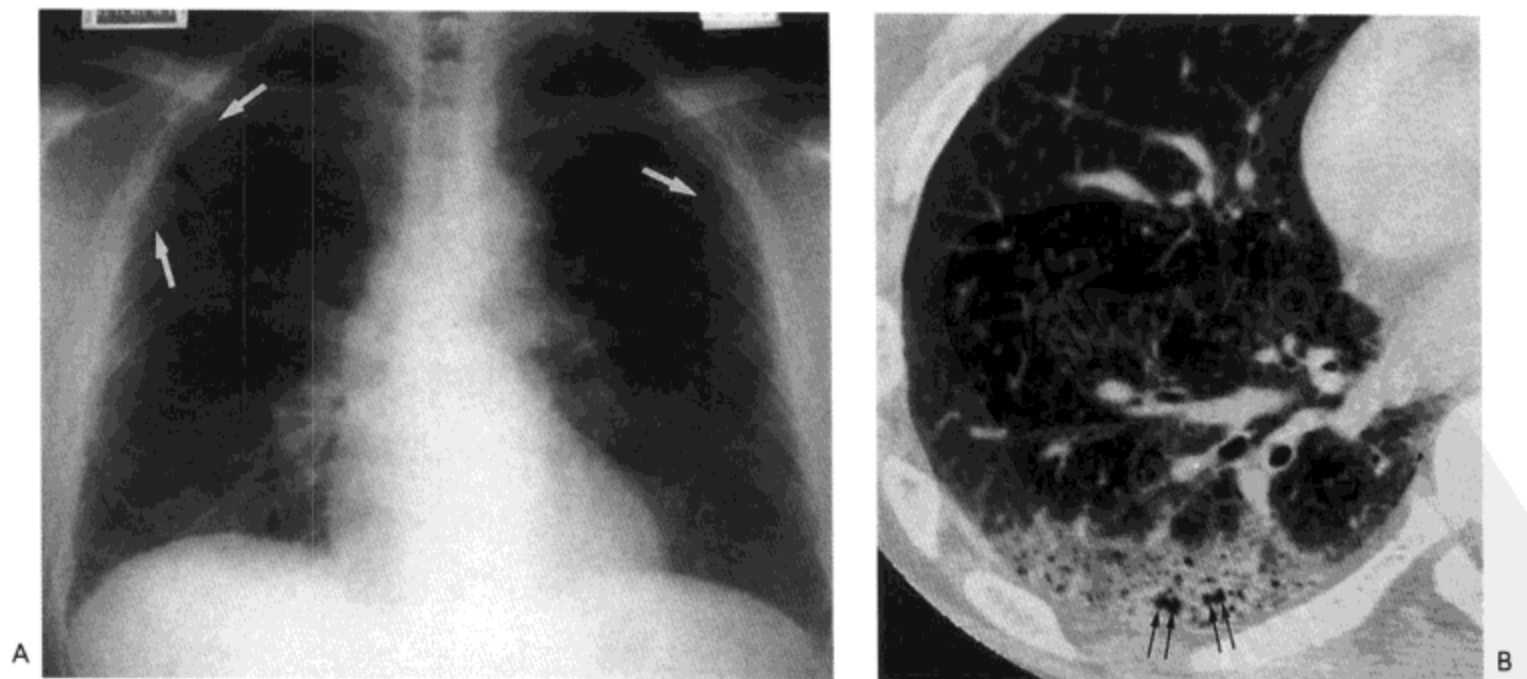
寻常性间质性肺炎。A: X线胸片示肺下部轻度磨砂玻璃影与网状影。肺上叶局限性周围网状影(箭号)也很明显。B: 右肺高分辨率CT显示胸膜下磨砂玻璃影,小叶内网状影与轻度蜂窝肺(箭号)。
